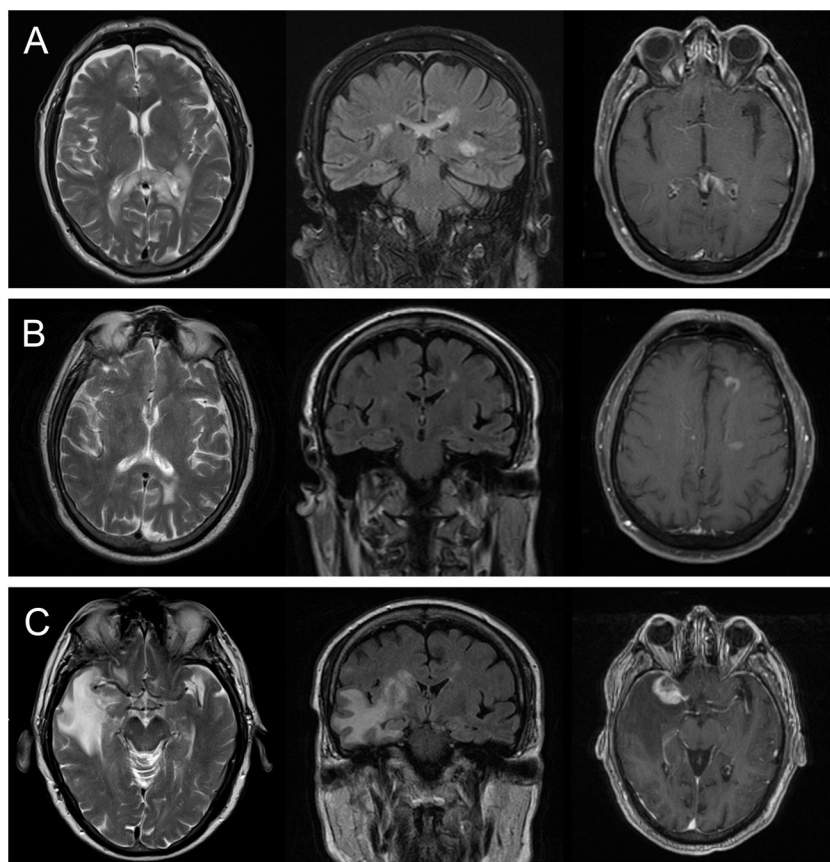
Hallazgos de RM cerebral de uno de los pacientes (caso 1). A. Lesión en el cuerpo calloso, hiperintensa en secuencias T2 y FLAIR. B. Disminución de la lesión en el cuerpo calloso a los 6 meses de seguimiento. C. Aparición de una nueva lesión en el lóbulo temporal derecho, hiperintensa en secuencias T2 y FLAIR y con captación de contraste, a los 18 meses²¹.
